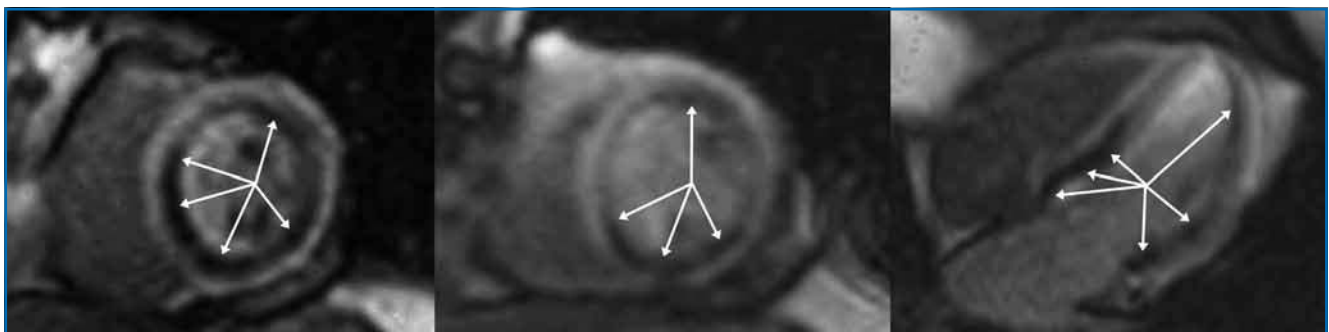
IRM de stress de perfusion de 1^{er} passage sous dipyrindamole. On note plusieurs territoires avec des anomalies de la réserve de perfusion myocardique (hyposignal, flèches) chez un patient détecté à raison comme plurivessel (sténoses serrées CD, CX et diagonale).
